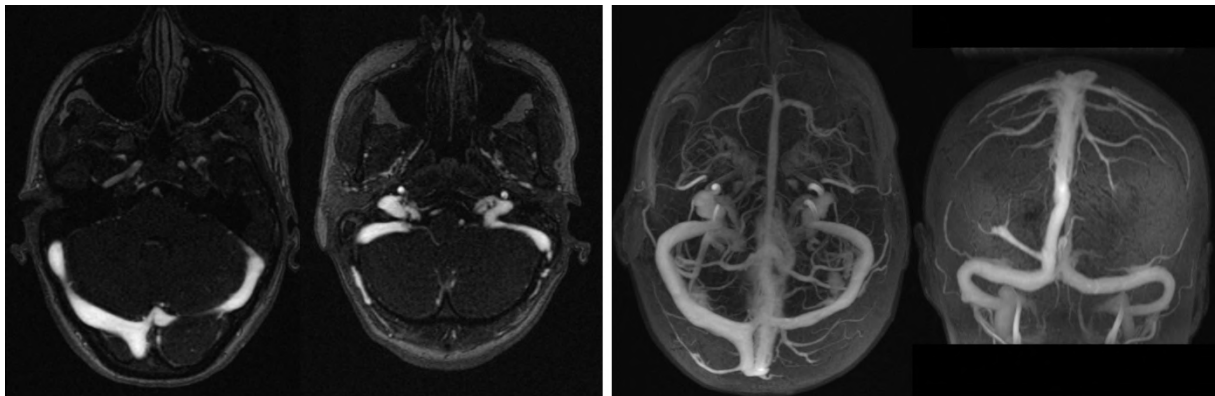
Angio-IRM veineuse avec reconstruction 3D ne mettant pas en évidence d'anomalies significatives
